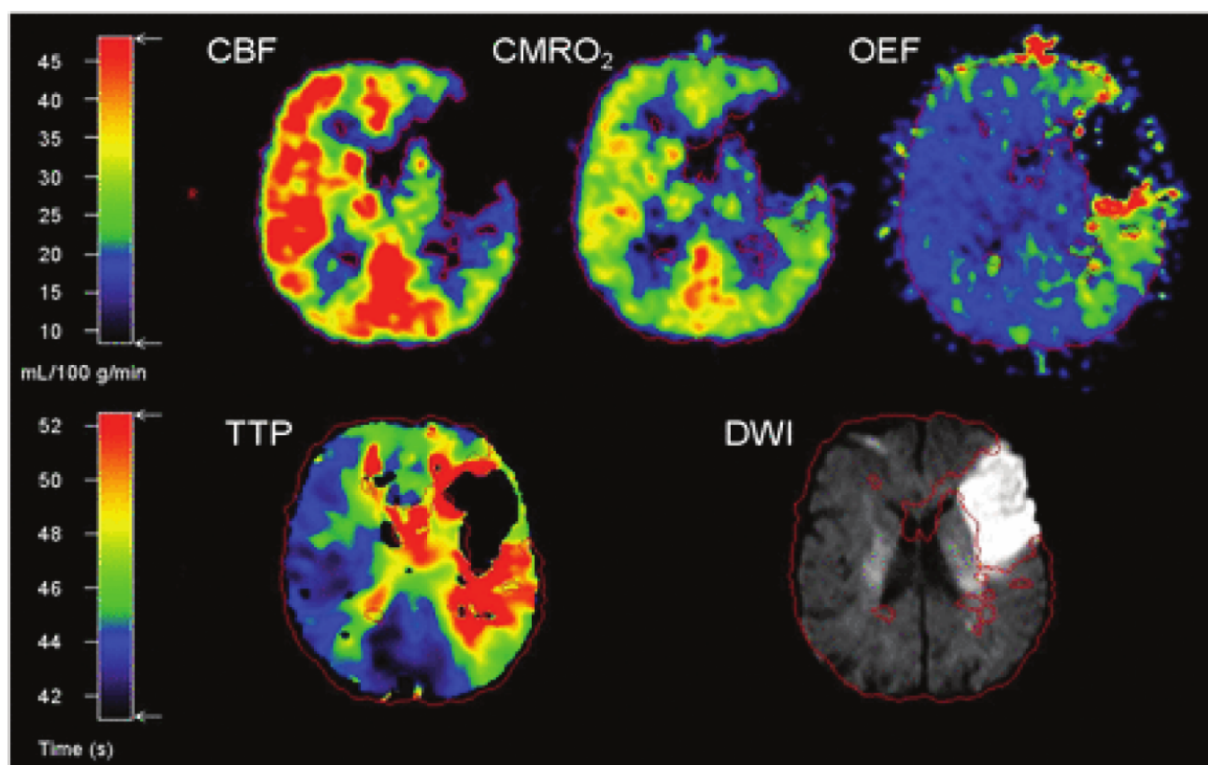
(верхняя половина): пенумбра представлена зоной гипоперфузии с сохранным CMRO₂ и повышенным OEF 5 часов после дебюта инсульта; (нижняя половина): *mismatch* зона между временем до достижения максимальной (пиковой) концентрации контрастного вещества (TTP) и зоной ограничения диффузии при МРТ в режиме DWI
